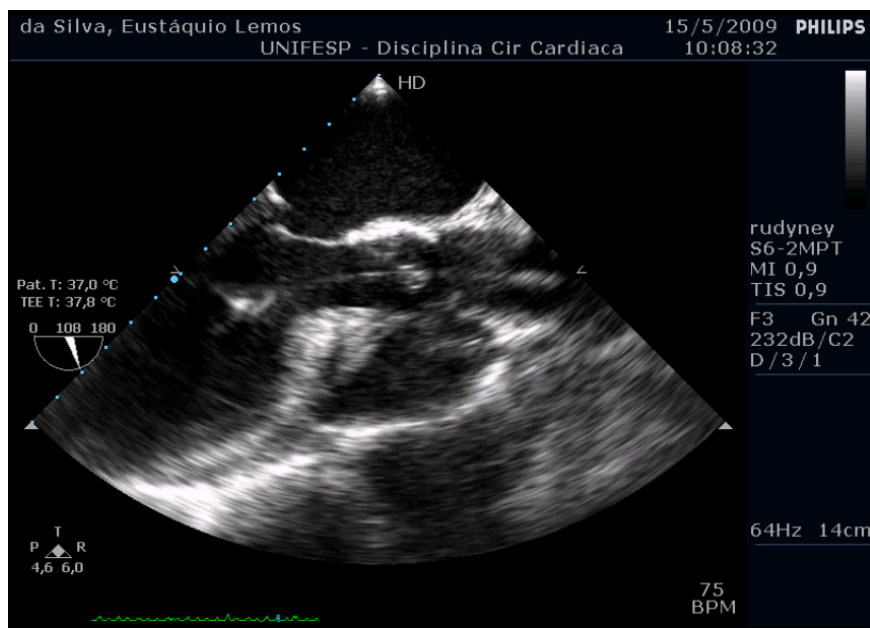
Ecocardiograma transesofágico. Insuficiência aórtica central grave pela presença do fio guia apoiado sobre as cúspides protéticas.
